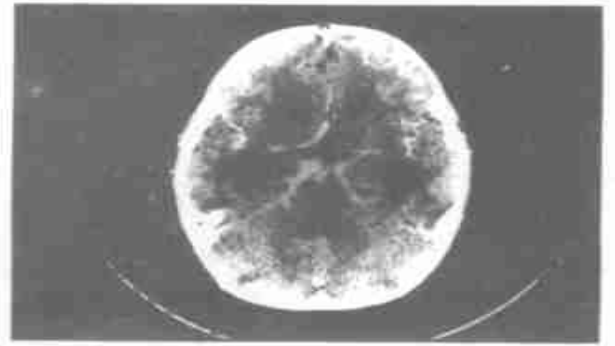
横断面 CT 增强扫描示鞍上池右后外侧角见大小为 5 mm,直径的明显强化结节,第四脑室出口梗阻
